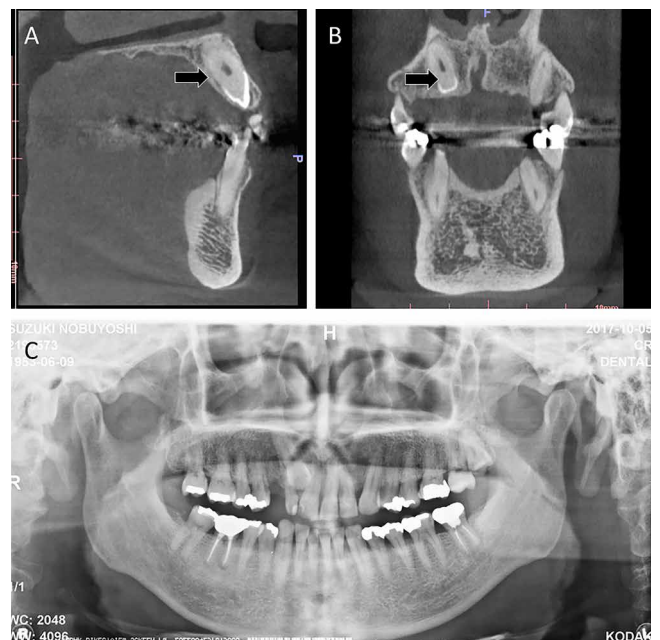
術前のCBCT写真およびパノラマエックス線写真
